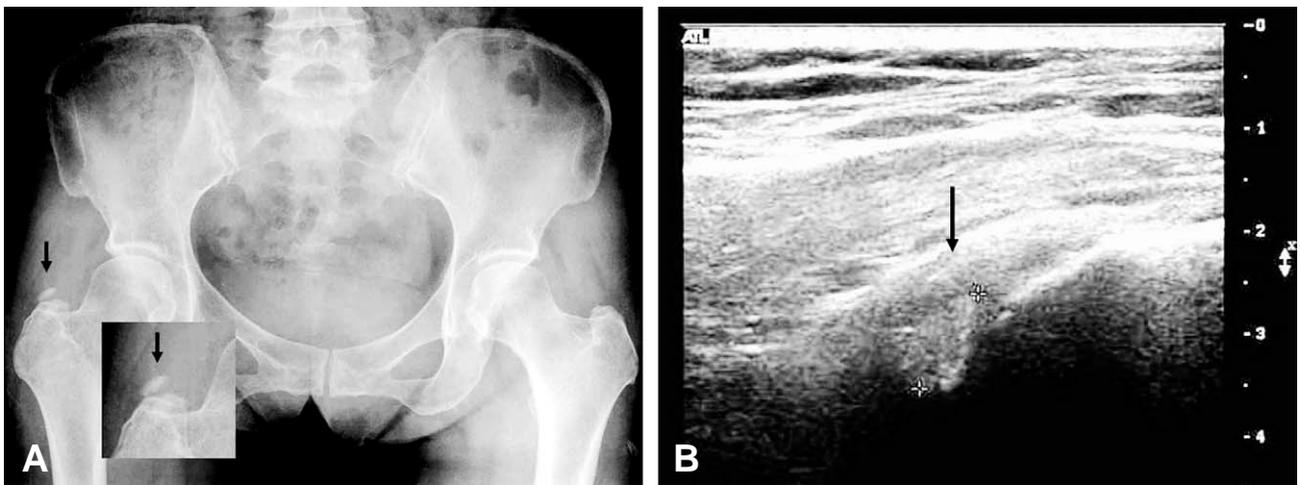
(A) Radiograph of the patient's right hip, demonstrating a soft tissue calcification adjacent to the greater trochanter. (B) Sonographic image shows a thickening of right gluteus medius tendon as well as ovoid calcific deposit.
